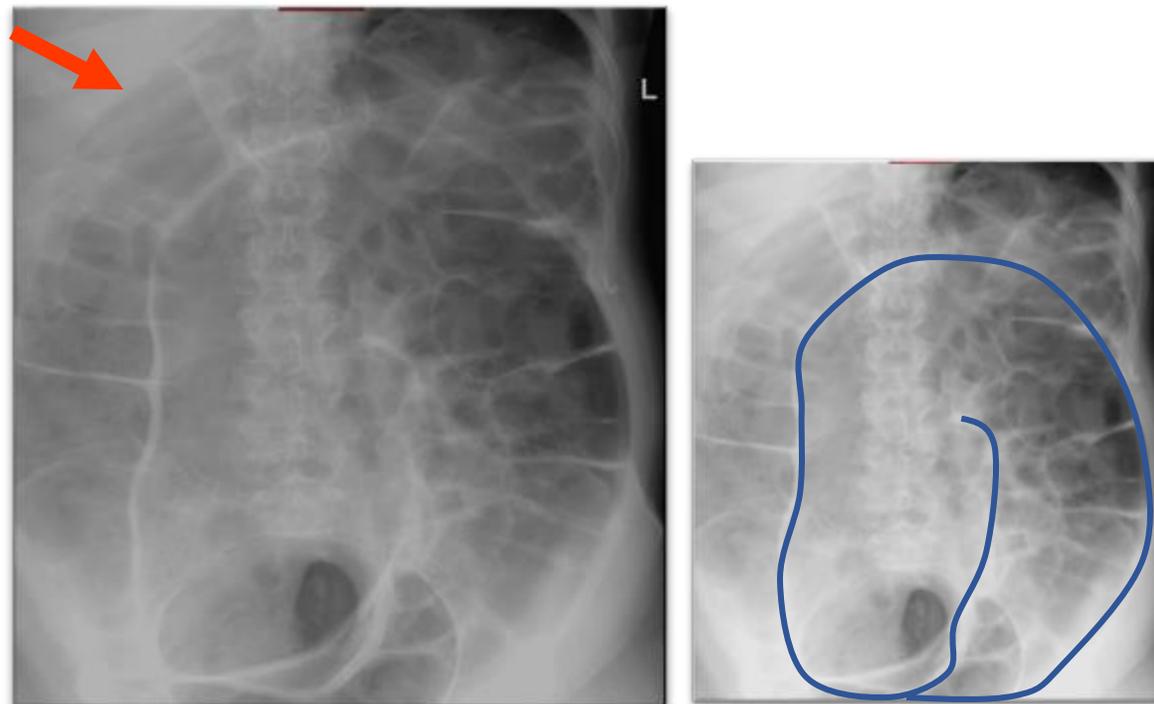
Radiografia simples de abdome mostra um vôlvulo de sigmoide, com o clássico sinal do grão de café (contorno azul). O ápice do vôlvulo aponta para o quadrante superior direito, onde há segmentos proximais do cólon dilatados (seta). Ver Figura 9 para comparação (radiografia simples de abdome normal).
